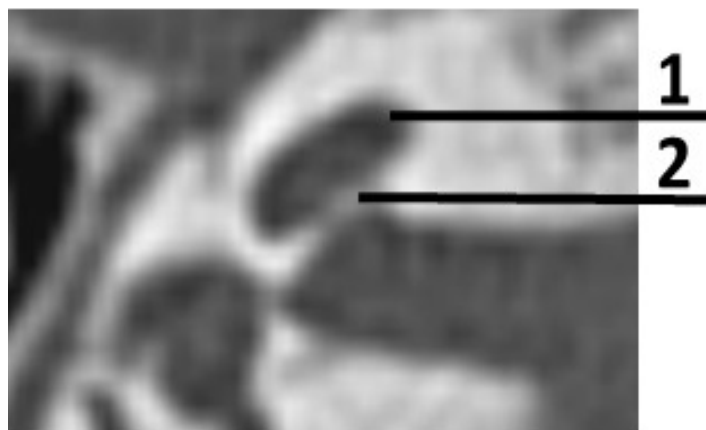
КТ правой височной кости при проведении исследования в стандартной орбито-меатальной проекции: 1 – средний завиток улитки, 2 – апертюра улитки
